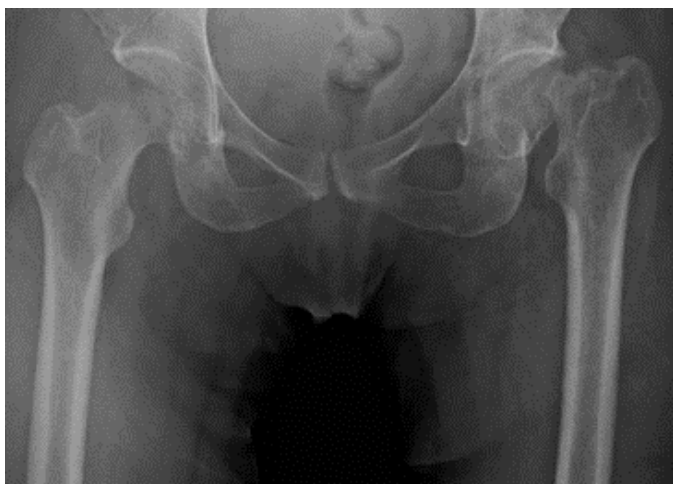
Radiografia para planejamento pré-operatório. Observa-se fratura do colo femoral esquerdo e diminuição na densidade óssea na região proximal do fêmur direito.
